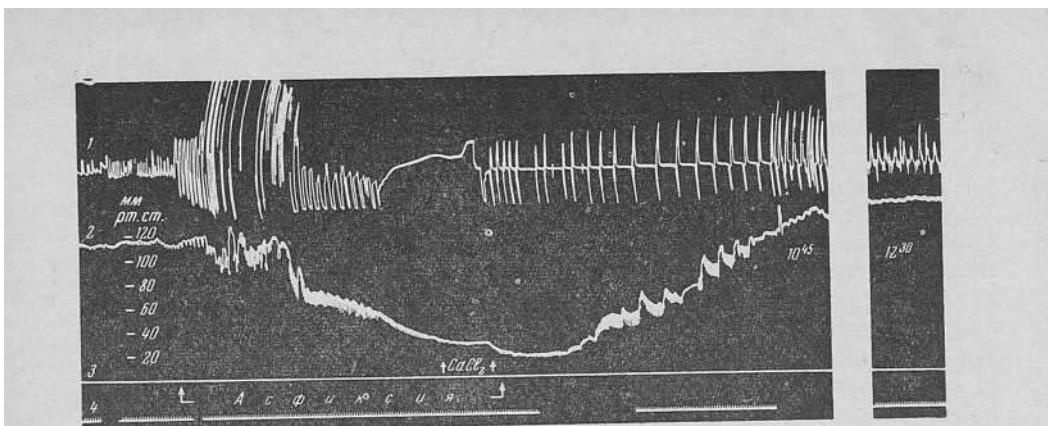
Восстановление жизненных функций организма при асфиксии перфузией изолированного отрезка сонной артерии гипертоническим раствором хлористого кальция (обозначения те же, что на рис. 92).
